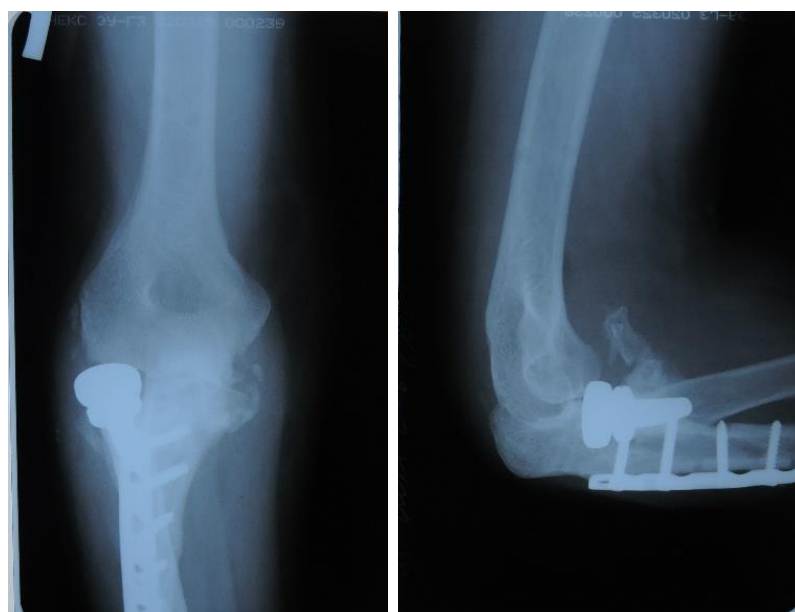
Рентгенограммы больной С. через 1 год после операции
